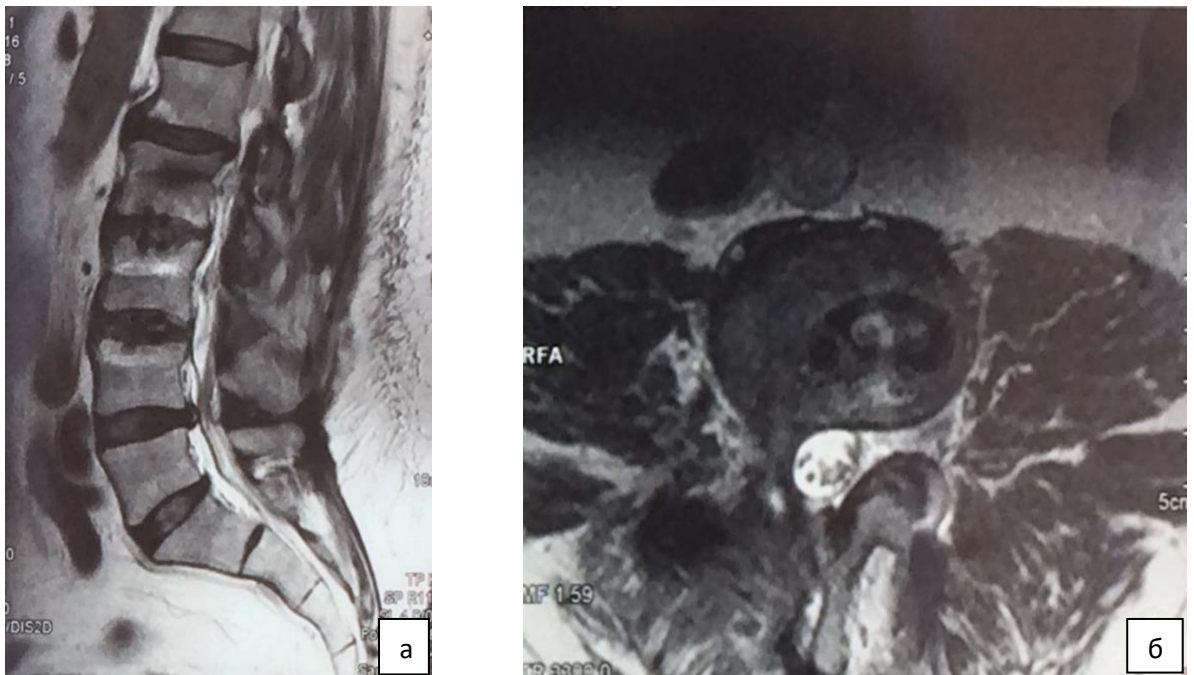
А — сагиттальная МРТ-грамма поясничного отдела позвоночника после
